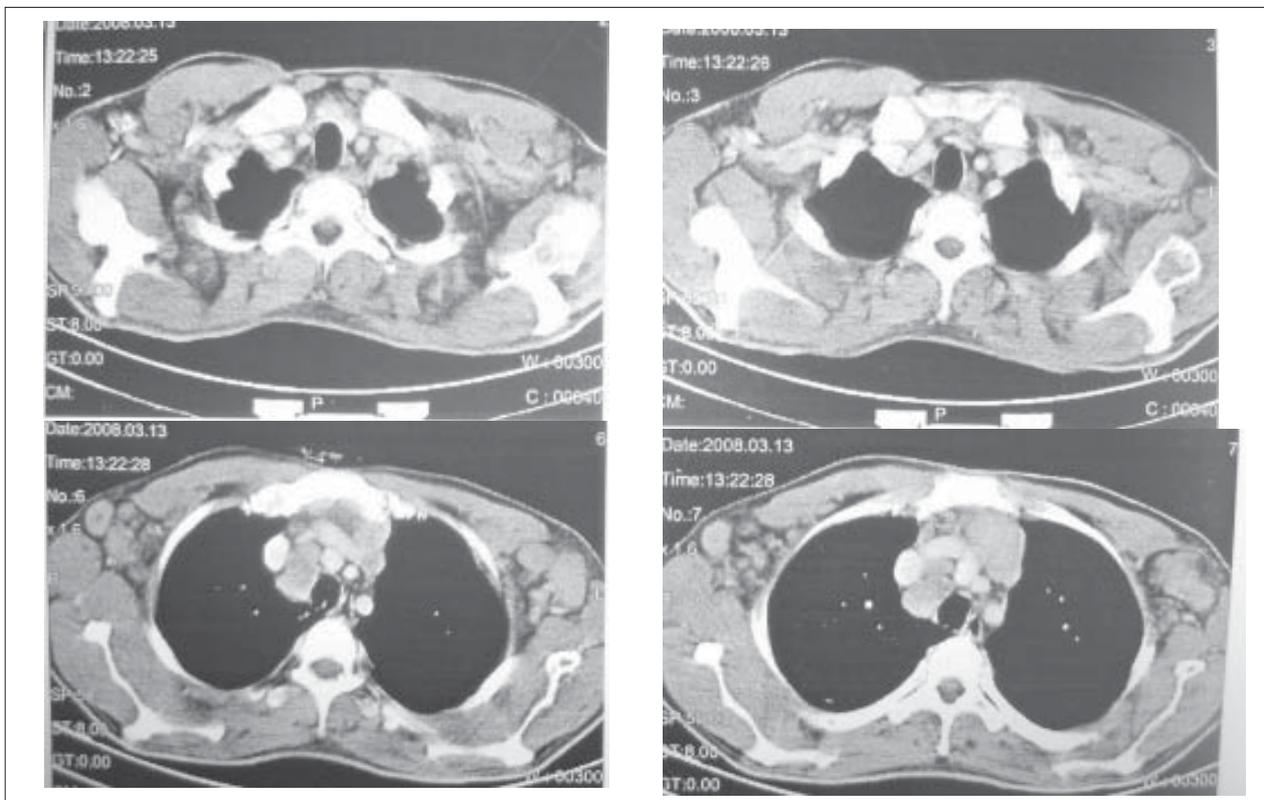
Tomografía que muestra el compromiso ganglionar mediastinal y axilar
